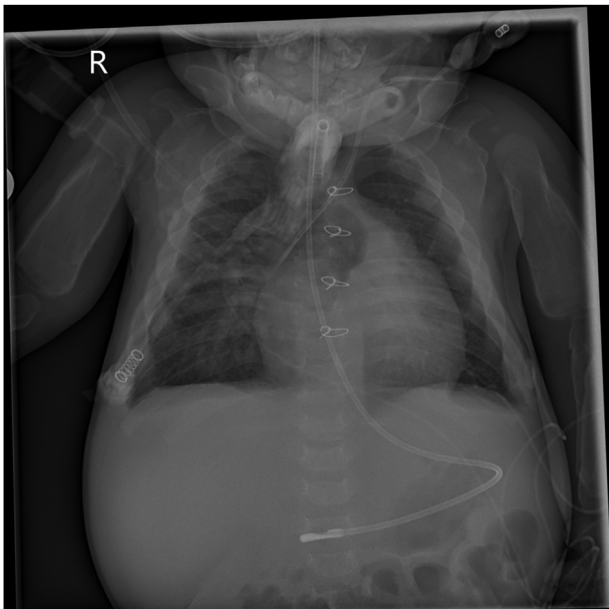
Radiografía realizada a los cuatro meses de vida en la que se observa progresión de la afectación ósea, con hiperostosis y ensanchamiento de los húmeros, escápulas, clavículas y costillas.
